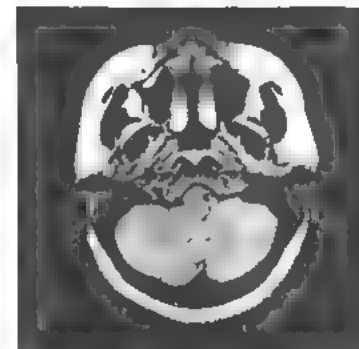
МРТ мозжечка. На МРТ в T2-режиме видны участки повышенного сигнала в полушариях мозжечка.
